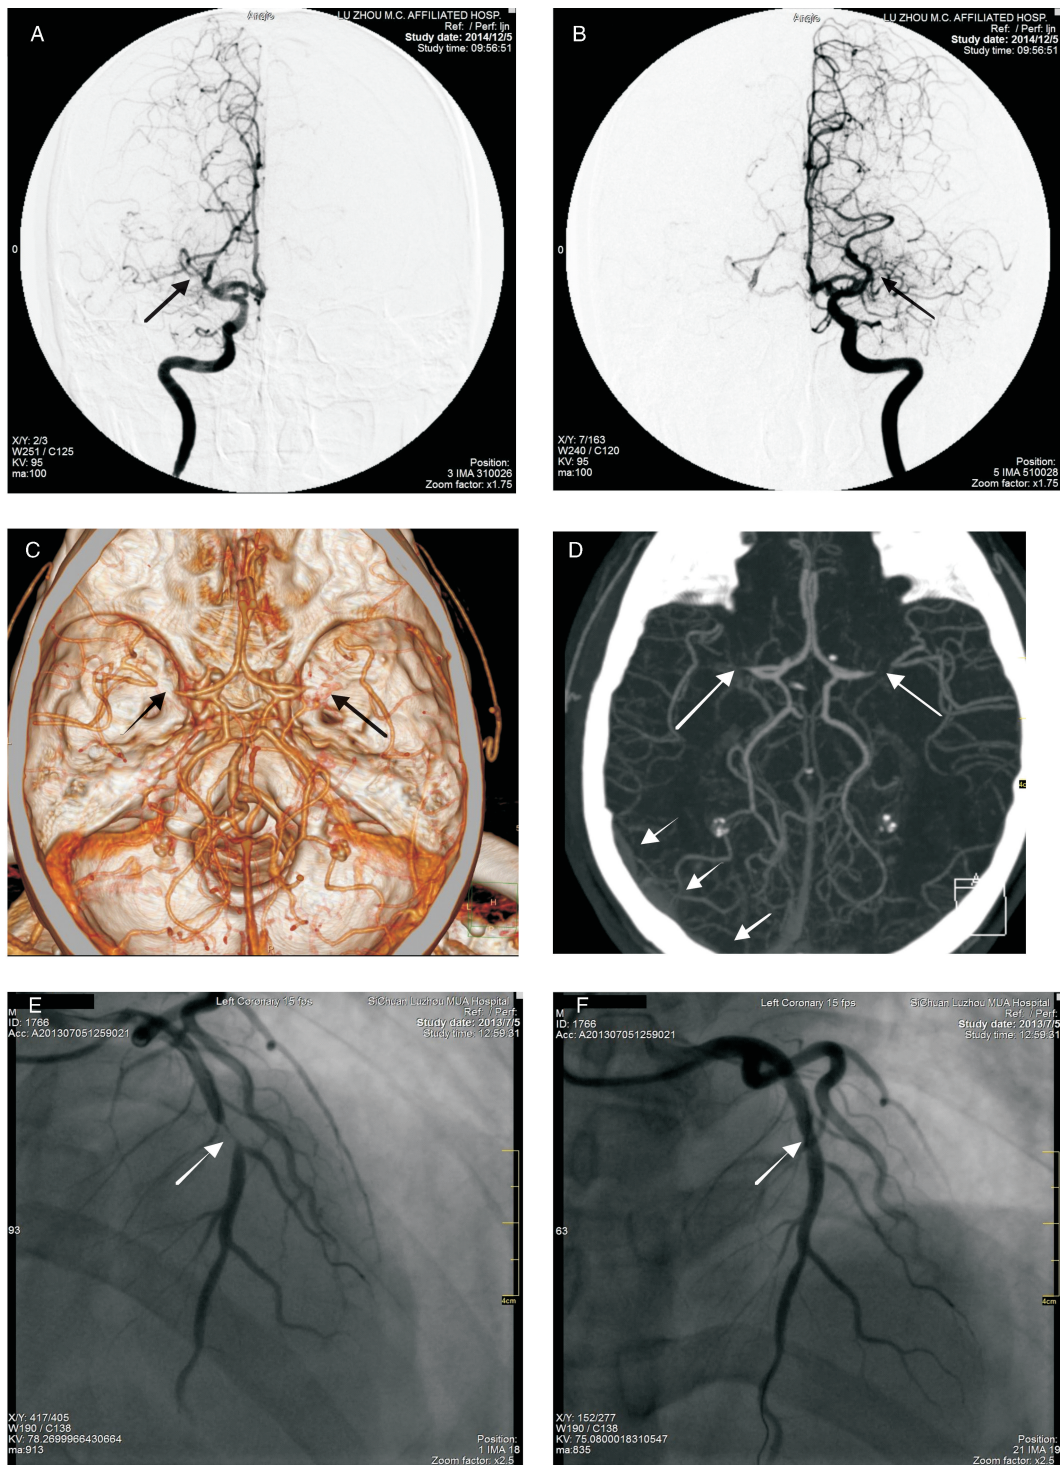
序列号为 1 患者血管造影图 A 为右侧颈内动脉, DSA 发现右侧大脑中动脉 M1 段闭塞, 闭塞残端周围大量细小新生血管生成(箭头所示); B 为左侧颈内动脉, DSA 发现左侧大脑中动脉 M1 段闭塞, 周围大量细小新生血管生成(箭头所示); C 为 CTA 三维重建, 可见患者双侧大脑中动脉 M1 段闭塞(箭头所示); D 为 CTA 最大密度投影像, 可见患者双侧大脑中动脉 M1 段闭塞, 未见钙化影(2 个长箭头所示); 右侧大脑后动脉通过软脑膜枝向左侧大脑中动脉代偿供血(3 个短箭头所示); E 为冠状动脉造影, 发现右冠状动脉前降支重度狭窄(箭头所示); F 为植入冠状动脉支架后, 狭窄解除(箭头所示)。
